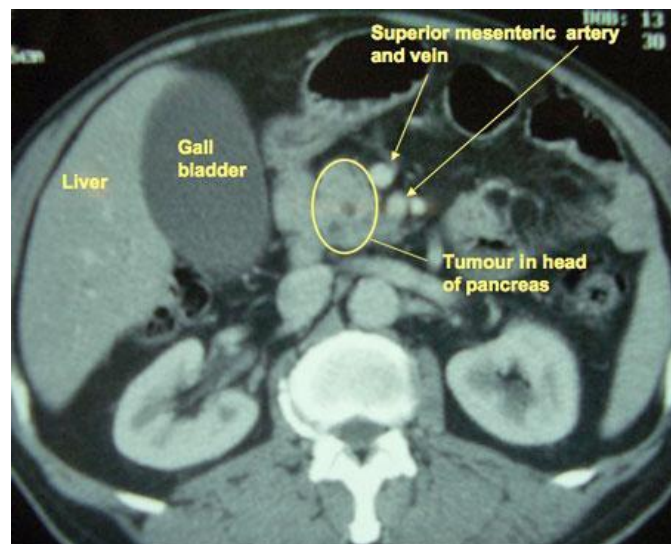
TAC de tumor de cabeza de páncreas²²
